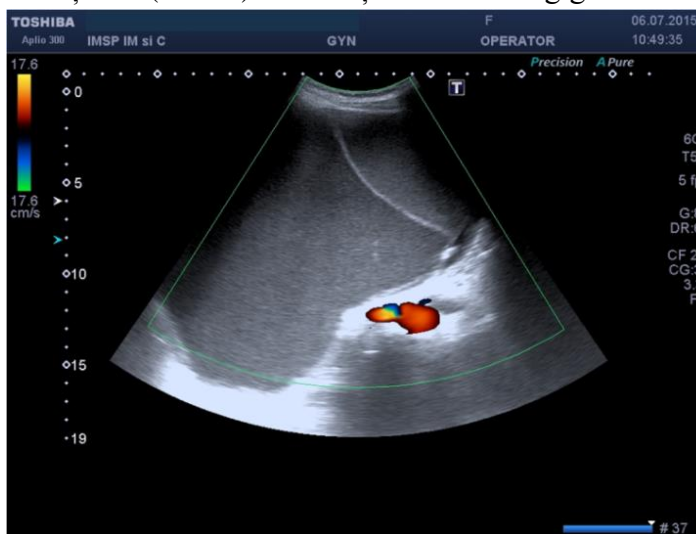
USG: chistadenom mucinos gigantic, multicameral a ovarului drept
